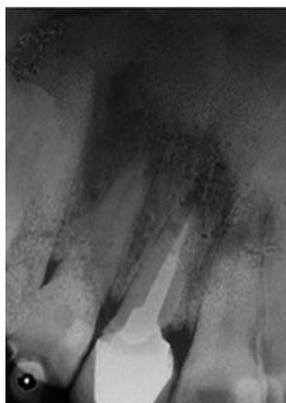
Radiografia inicial. Silva RJ, Silva FPQ, Carvalho JP, Ferreira Filho C. Immediate implant placement in esthetic zone. Dental Press Implantol. 2017 Apr-June;7(2):67-72.
